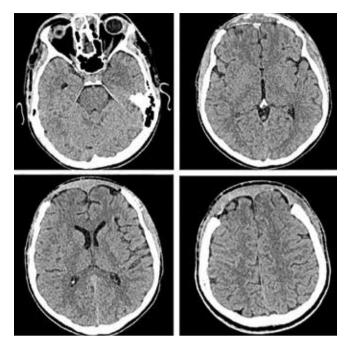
Регресс отека мозга и отсутствие патологического содержимого в межполушарной щели и над наметом мозжечка на спиральных компьютерных томограммах больного X. при выписке на 13-е сутки после операции
